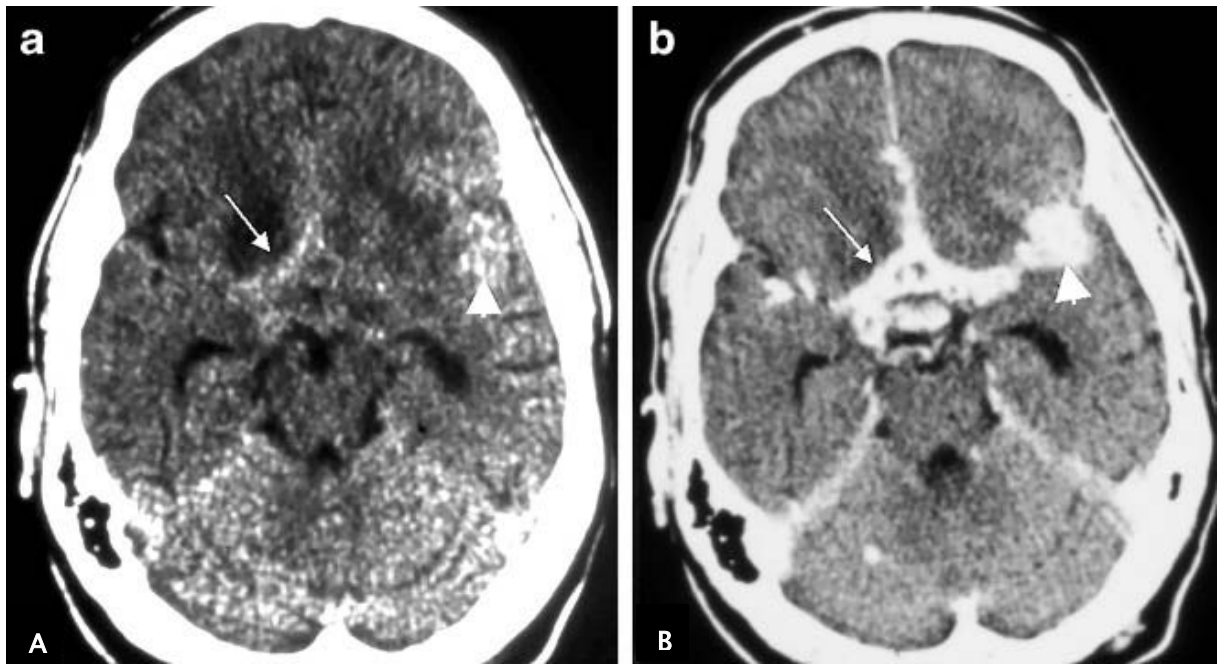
TDM cérébrale en coupe axiale objectivant une prise de contraste des citernes de la base (a) et un rehaussement de la vallée Sylvienne (b) [31].
